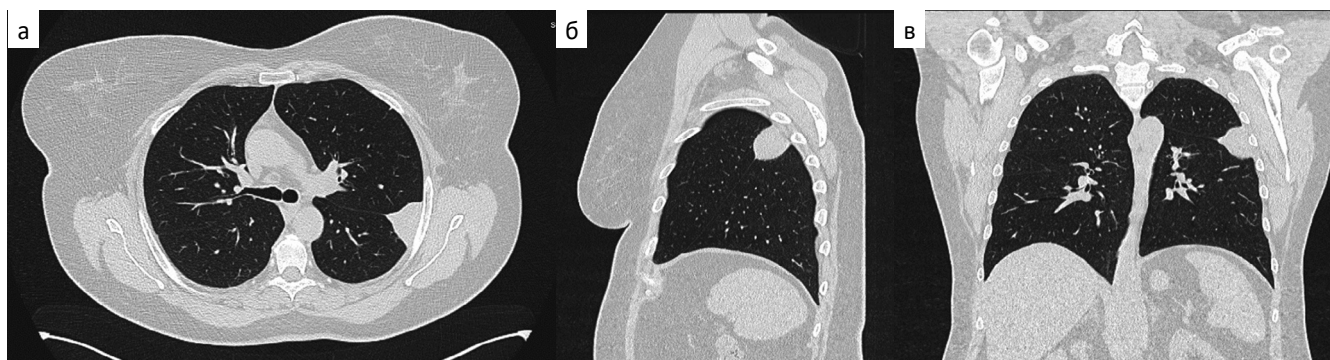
МСКТ органов грудной клетки пациентки К. Аксиальная (1а), сагиттальная (1б), корональная (1в) проекции. В верхних отделах главной междолевой плевры левого легкого определяется образование треугольной формы
